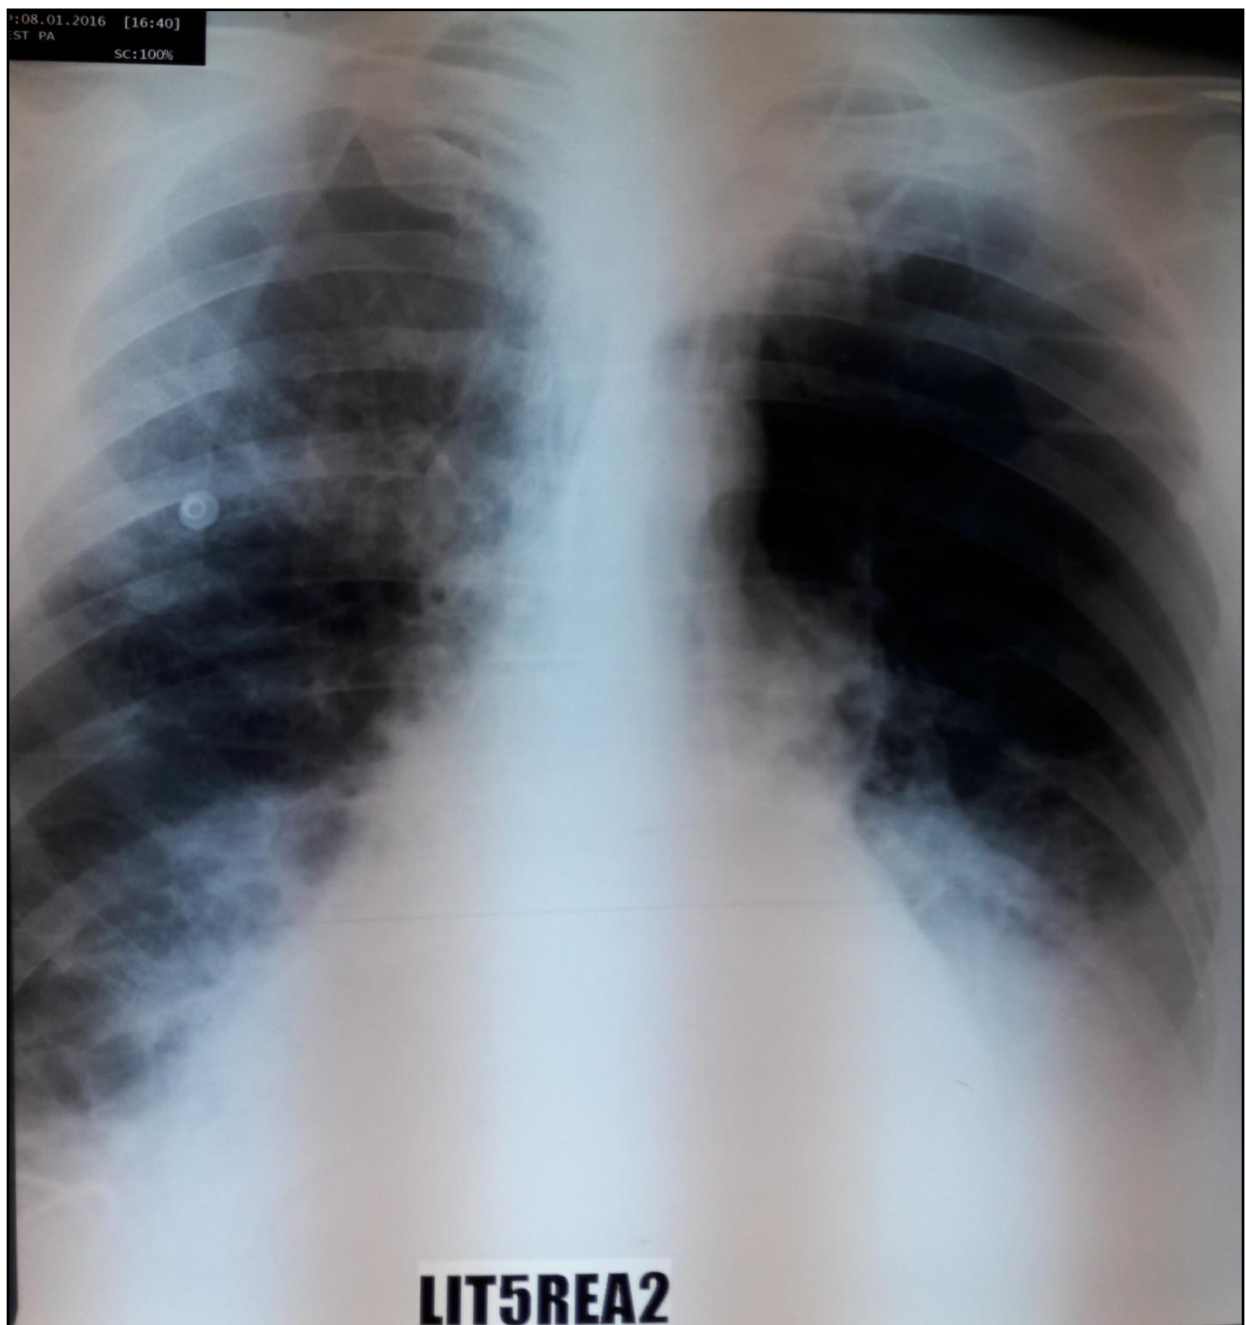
Radiographie du thorax d'une patiente admise pour angiocholite grave compliquée d'un SDRA mineur.
